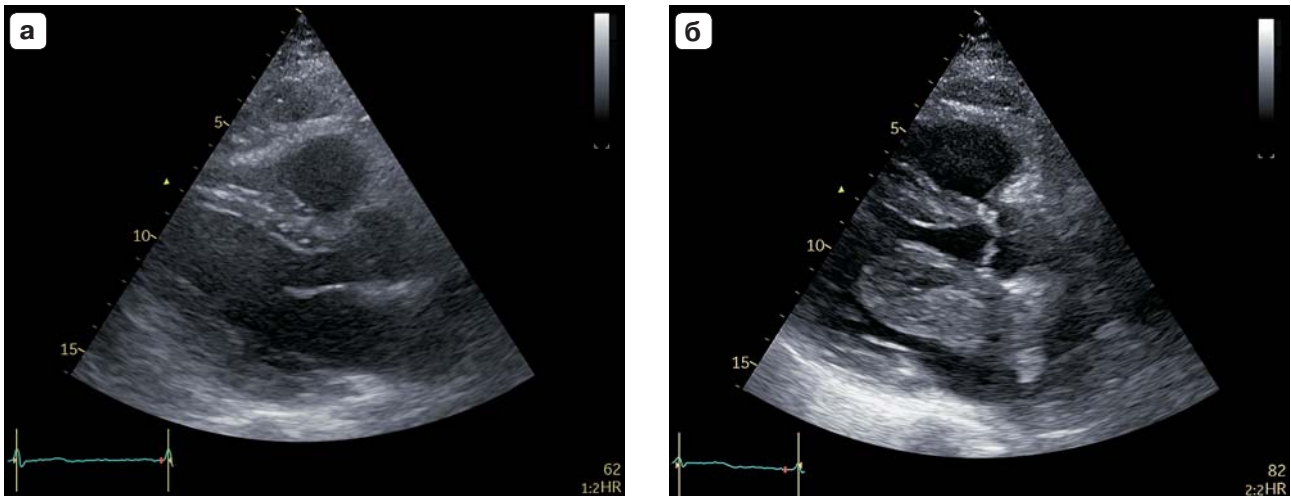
Двухмерная эхокардиограмма в парастеральной позиции по длинной оси левого желудочка в диастолу. а – в сентябре 2020 г.; б – в марте 2023 г.
